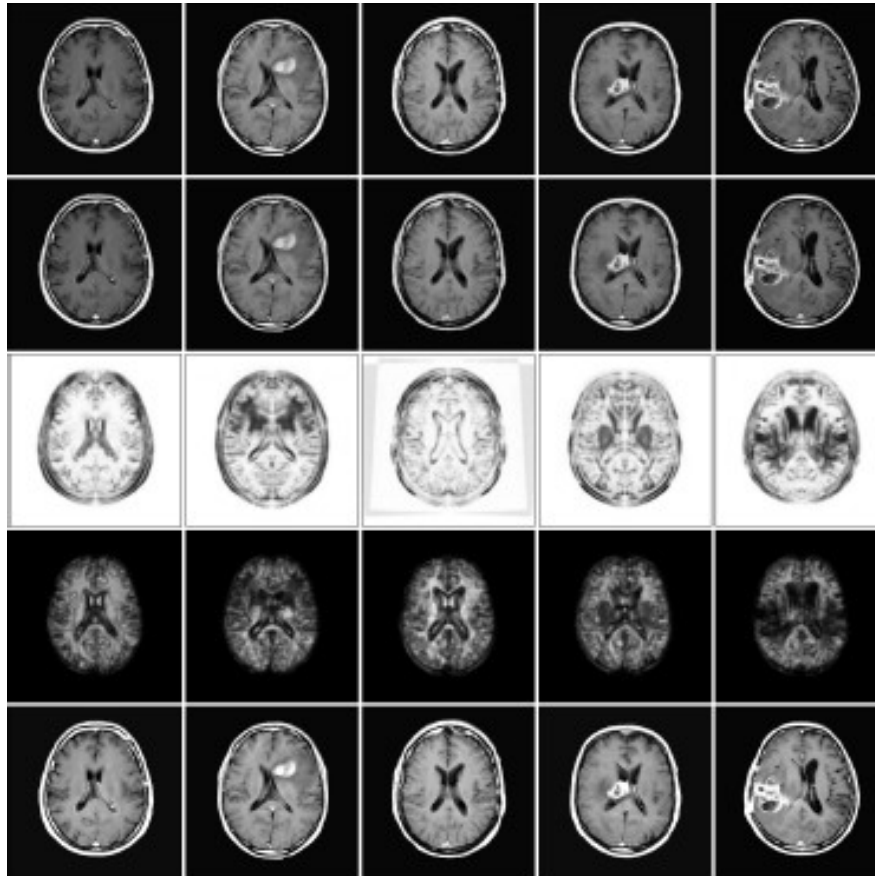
Tomografias mostrando a reação causada no cérebro a partir de uma lesão.
